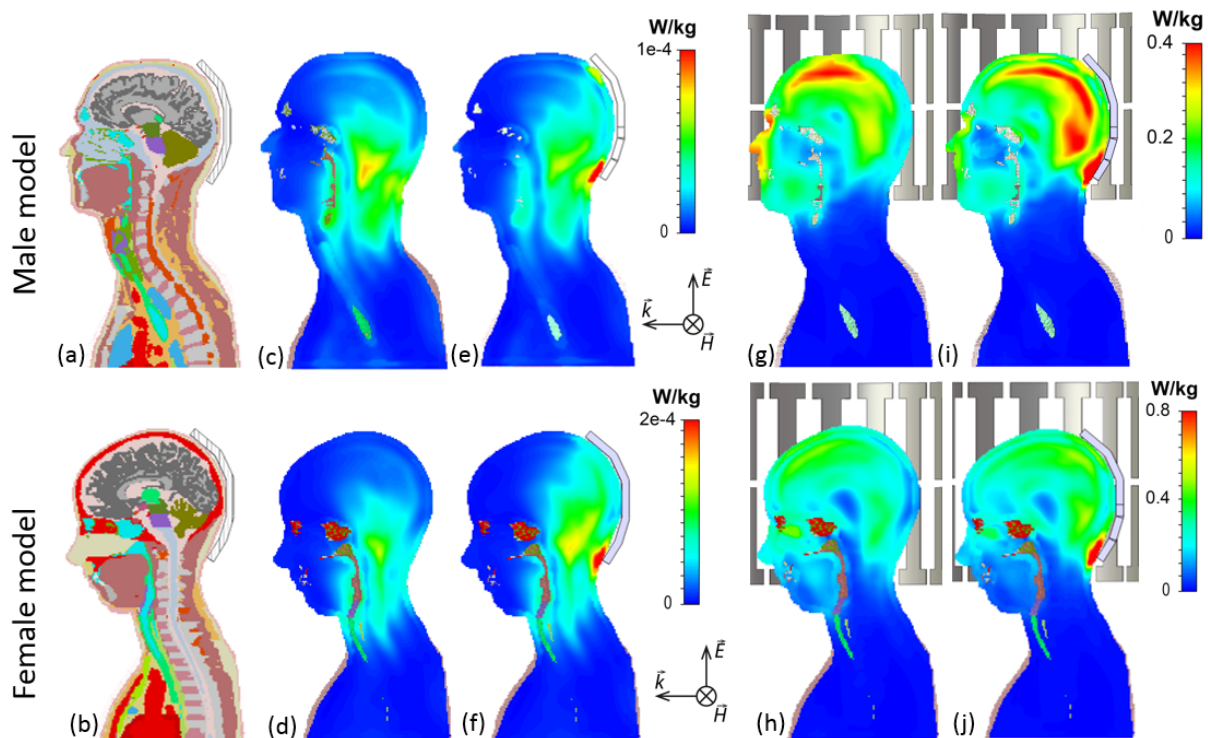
Gewebeverteilung und 10g-gemittelte SAR in mittlerer sagittaler Schnittebene zweier verschiedener Körpermodelle mit dielektrischen Kissen mit  $\epsilon_r' = 110$ , angeregt bei der Resonanzfrequenz von  $^1\text{H}$  bei 7 T.
